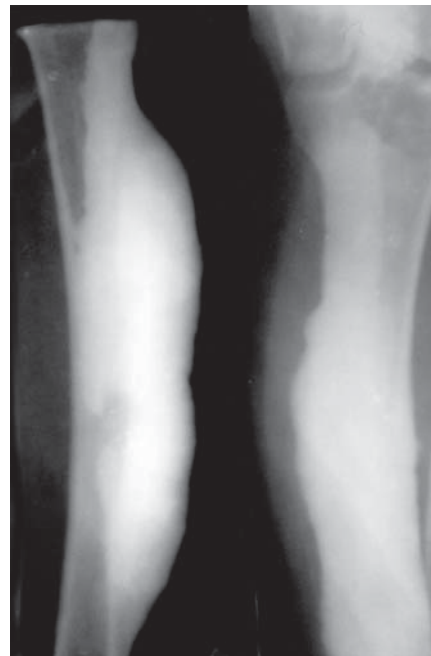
Рентгенограмма правой голени б-ой М., 43 года. По передне-внутренней поверхности большеберцовой кости определяется резкое склерозирование с утолщением кости.
